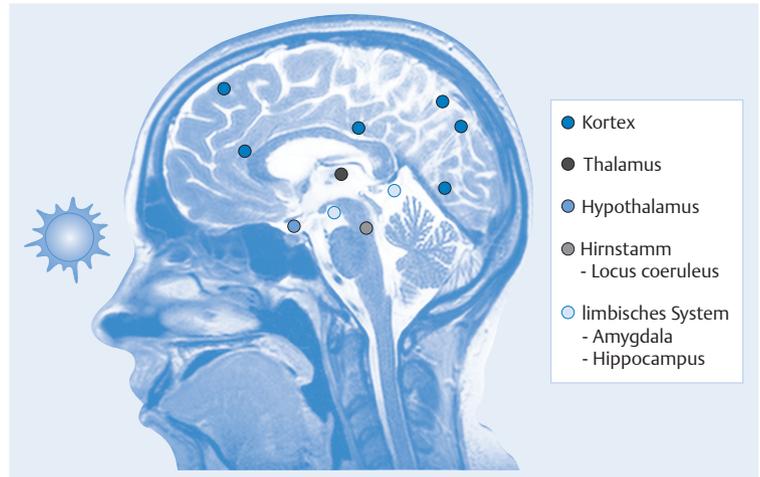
Die nicht visuelle Lichtwirkung im Gehirn. Neben Hirngebieten, die für das Sehen verantwortlich sind, wirkt Licht auf sog. „nicht visuelle“ Hirngebiete im Hypothalamus, Thalamus, Hirnstamm, limbischen System und Kortex. Die Daten wurden mit bildgebenden Verfahren (funktionelle Kernspintomografie) erhoben.
